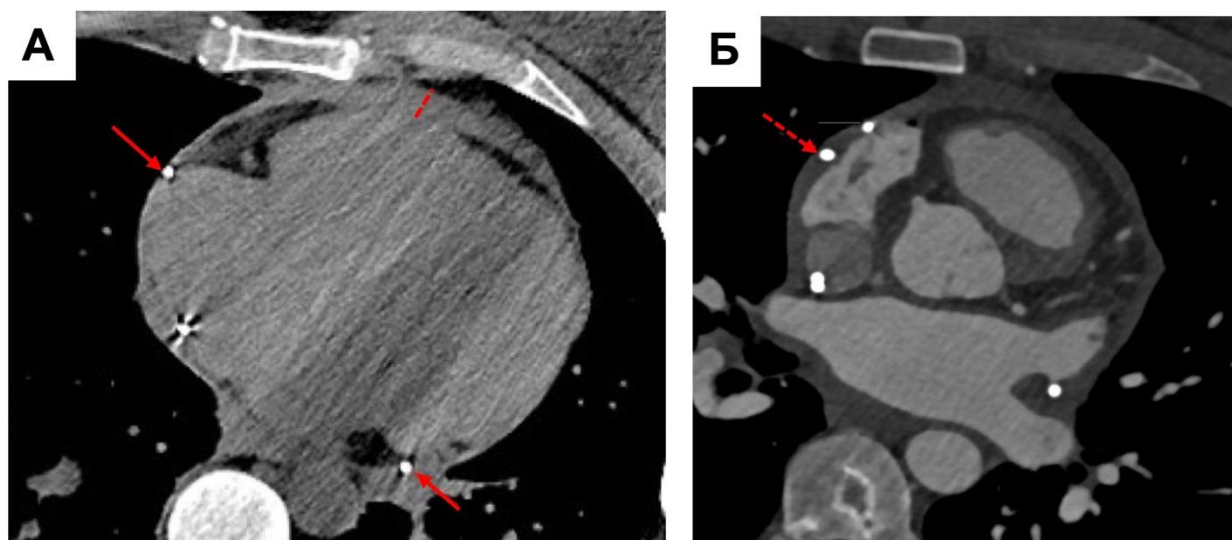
Клинический пример, Пациентка З., 38 лет. Поступила в центр с жалобами на общую слабость, пресинкопальные состояния, эпизоды потемнения в глазах, головокружение несистемного характера без видимой связи с каким-либо провоцирующим фактором. Проведено холтеровское мониторирование, по результатам которого выявлена синусовая брадикардия до 26 ударов в минуту, синус арест с максимальной паузой до 2,7 секунд, поставлен синдром слабости синусового узла. Пациентке имплантирован двухкамерный ЭКС. Через 3 суток после операции резко возникла слабость, выраженная тошнота и рвота, зарегистрирована синусовая тахикардия, по данным экстренного эхокардиографического обследования у пациентки диагностирована тампонада сердца. В полость перикарда проведен и установлен катетер, эвакуировано 410 мл гемолизированной крови. Пациентке выполнено МСКТ-АГ: А – аксиальный срез без введения КВ, в полости перикарда отмечается остаточное количество жидкостного содержимого с сепарацией листков до 7 мм (пунктирная линия), в перикарде визуализируется катетер (стрелка); Б - аксиальный срез с внутривенным болюсным контрастированием, кончик предсердного электрода визуализируется в перикарде правого предсердия (пунктирная стрелка), что стало причиной возникновения гемоперикарда. Параметры накладки ЭКС удовлетворительные. Принято решение о динамическом наблюдении.
